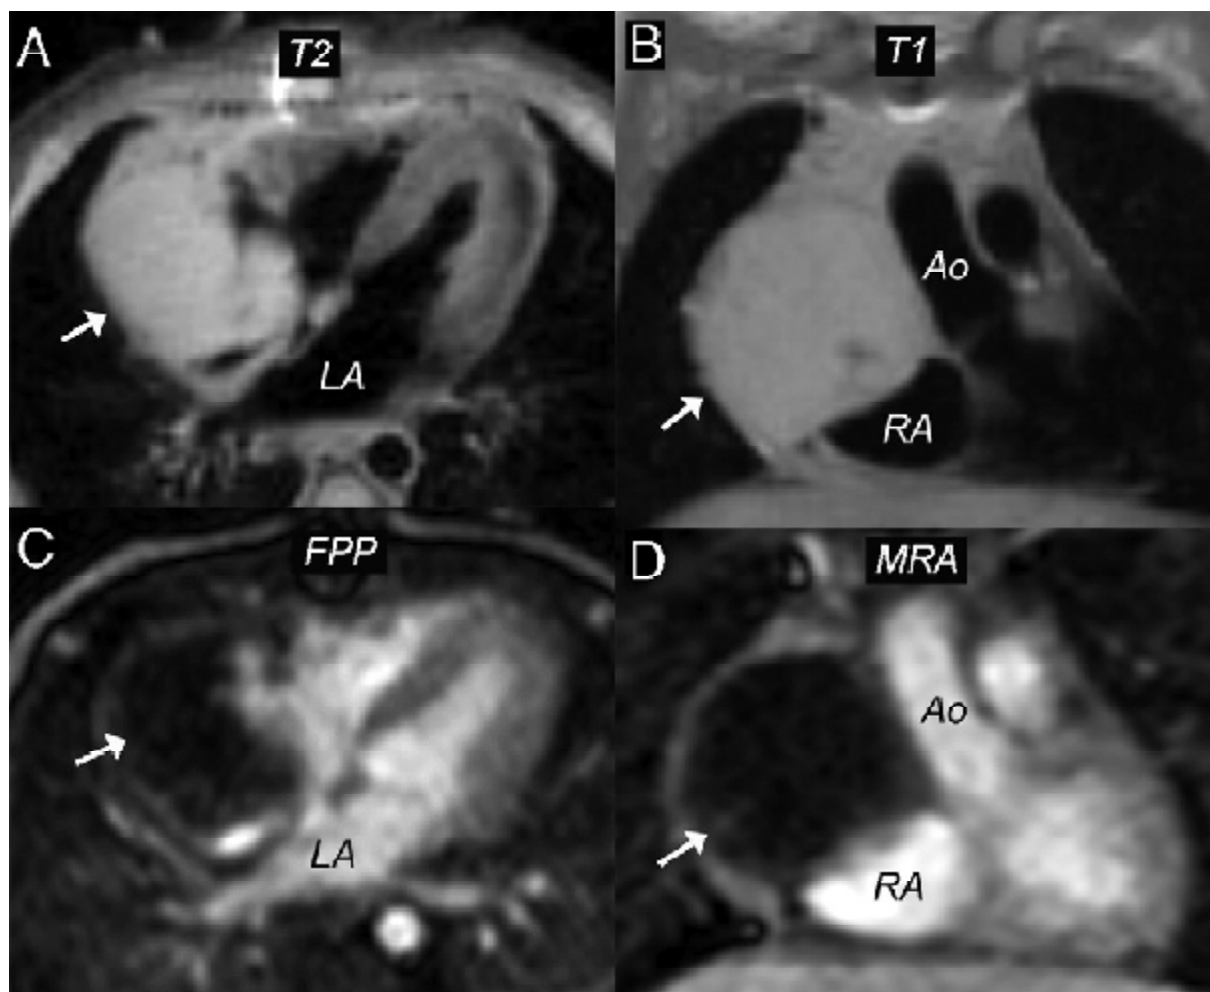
fibrome de l'oreillette droite : A : séquence en T2 hypersignal (LA : oreillette gauche), B : plan coronal séquence en isosignal T1(AO : aorte ,RA : oreillette droite) , C : séquence en hyposignal montrant une diminution voire absence de perfusion de la tumeur à l'exception des limites périphériques(FPP : première perfusion myocardique),D : persistance de signale hypointense indiquant une hypoperfusion de la tumeur (MRA : angiographie par résonance magnétique « contrast-enhanced magnetic resonance angiogram »).[96]
